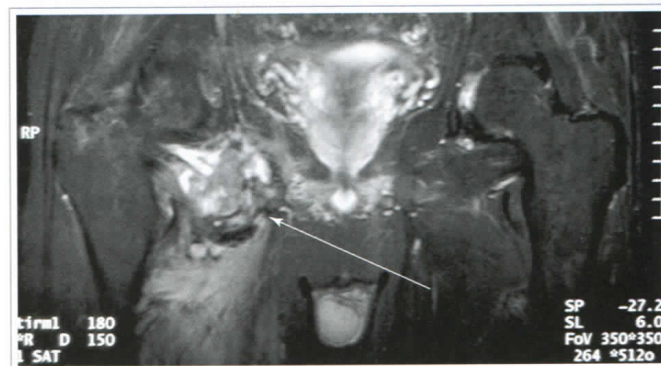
RM coronal correspondiente a un histiocitoma fibroso maligno localizado en región inguinal derecha (flecha)
